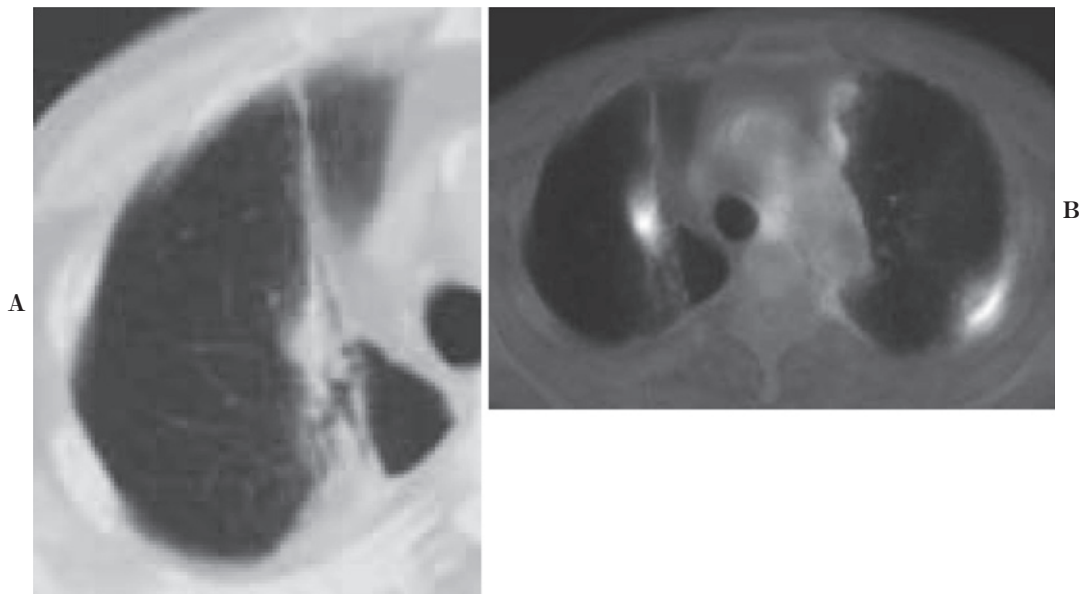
Recurrence of lung cancer after radiation therapy. CT (A) shows band-like consolidation suggesting radiation fibrosis. A PET/CT combined image (B) demonstrates increased uptake of FDG in the fibrotic area. An unexpected left pleural metastasis was also noted on PET/CT.
